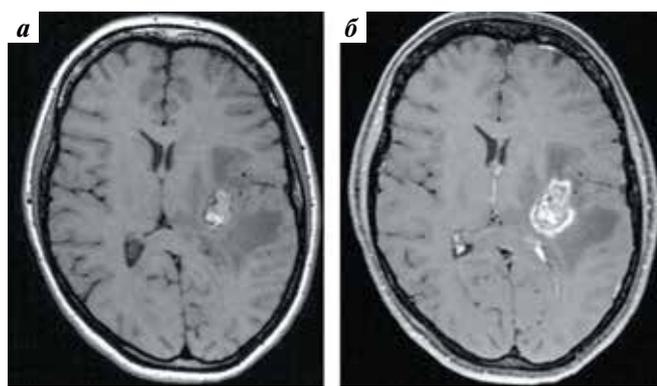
Магнитно-резонансные томограммы головного мозга пациентки через 6 мес после проведенного радиохирургического лечения: T1-взвешенные изображения в аксиальной проекции до введения контрастного препарата (а) и после введения (б). Кавернозная мальформация левой подкорковой области с признаками радионекроза
